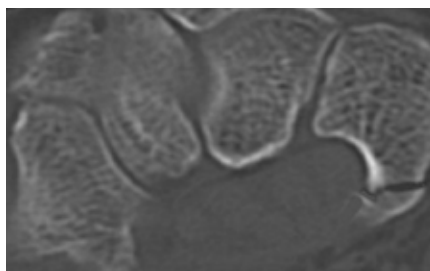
Axiales CT der rechten Hand mit Nachweis einer nicht-dislozierten Fraktur im distalen Drittel des Hamulus ossis hamati (Typ I a).
